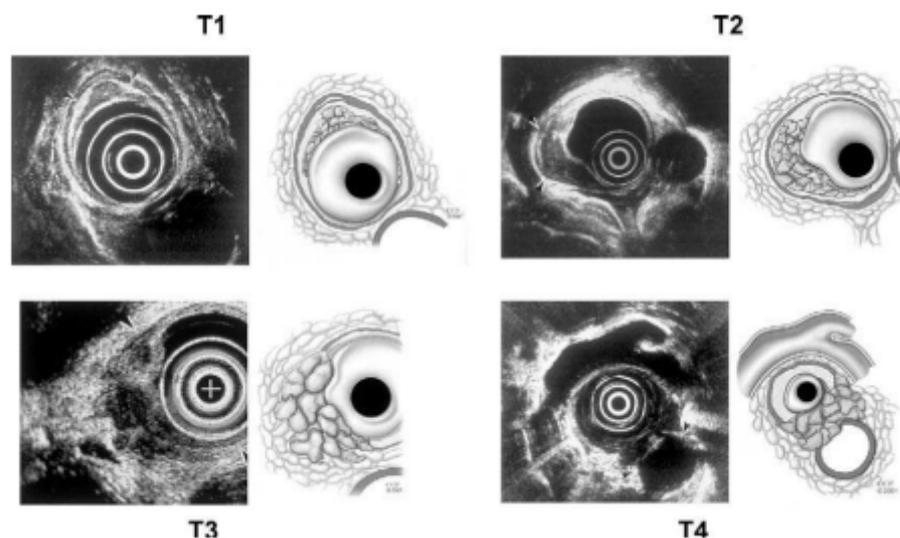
Évaluation par échographie endoscopique de l'atteinte tumorale. Caractéristiques échographiques pénétration sous-muqueuse (T1) et musculaire (T2), de l'atteinte de toute l'épaisseur (T3) et de l'invasion des structures vitales adjacentes (T4)[64].
